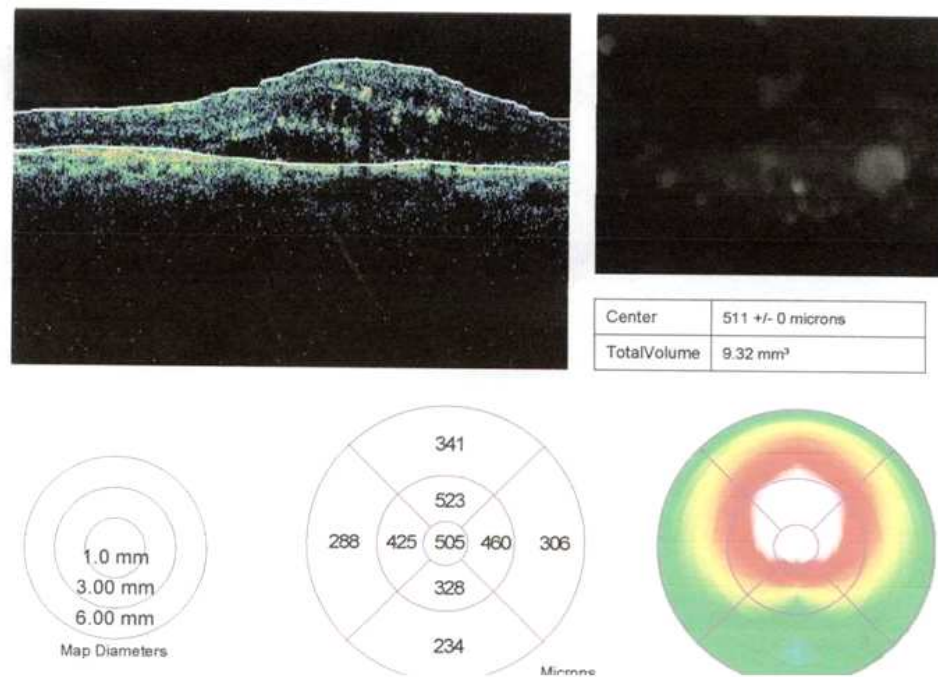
Caso clínico n° 4. Análisis diagnóstico mediante imágenes de tomografía óptica coherente, evaluadas de manera previa a la intervención.
